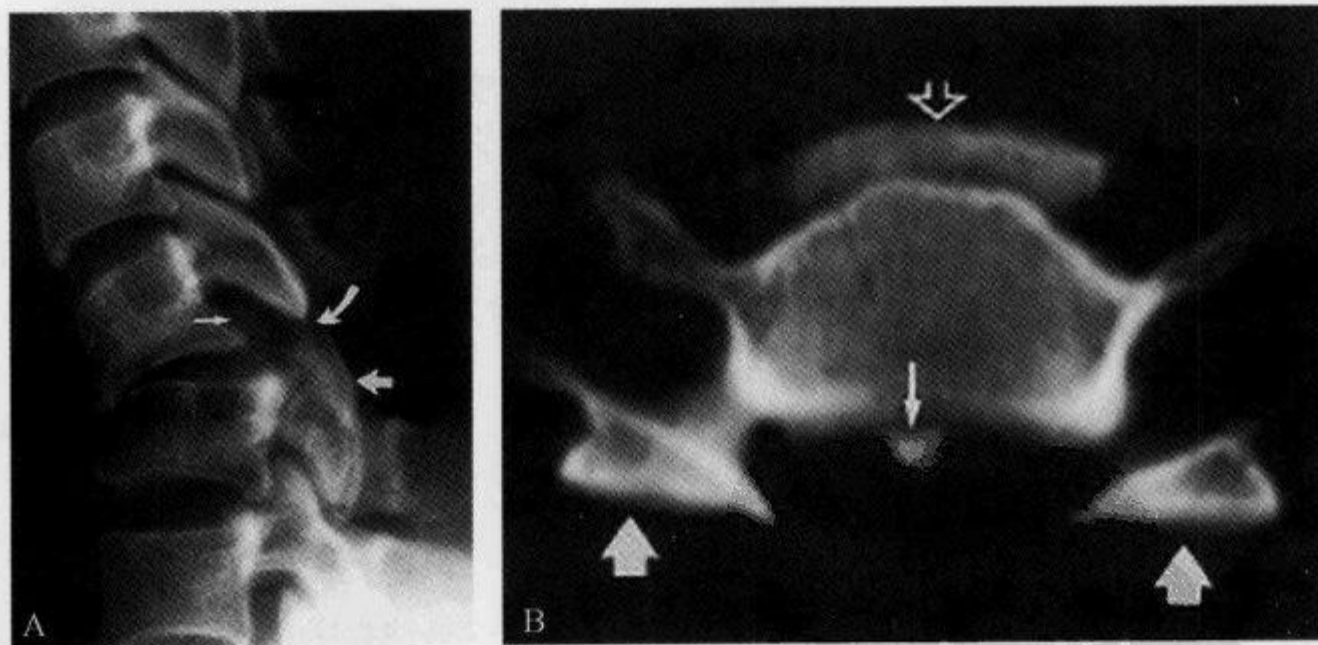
颈椎侧位及横断面 CT 示“小关节面裸露征”
